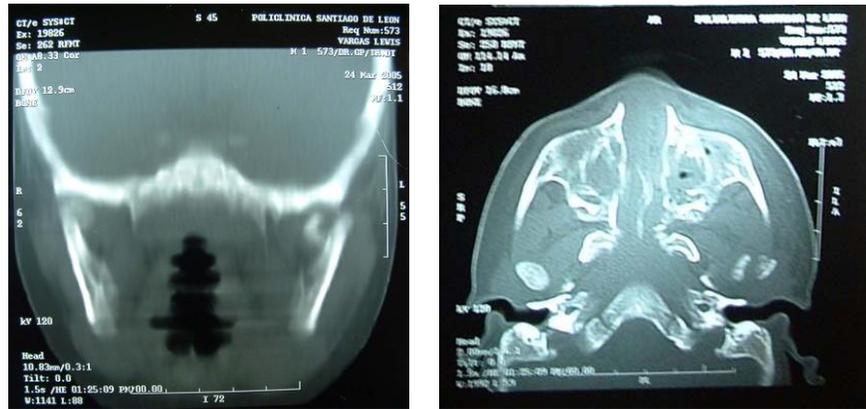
Tomografía Axial Computarizada de paciente masculino de 1 año de edad con fractura condilar izquierda. 2005.
